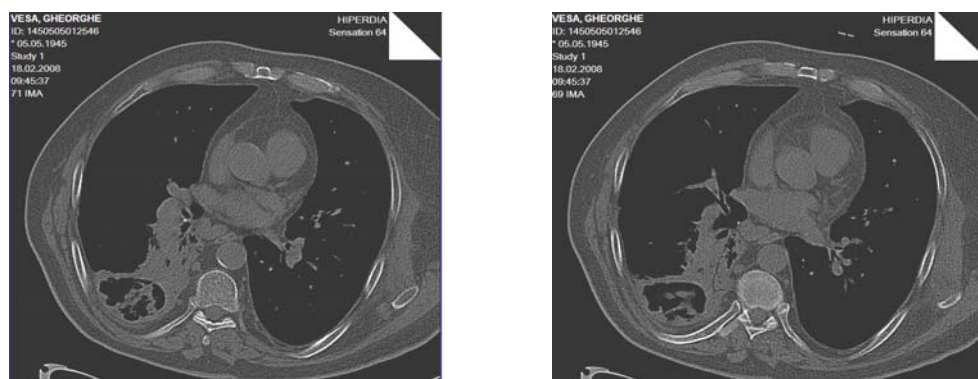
CT torace: Excavație largă centrală lob inferior drept cu sechestr pulmonar intracavitar.
